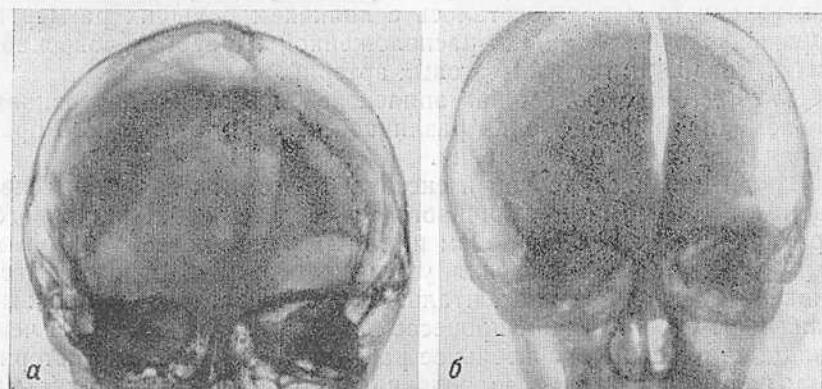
Рентгенограммы больного С., 7 лет, с фокальной эпилепсией на почве менингоэнцефалита.
